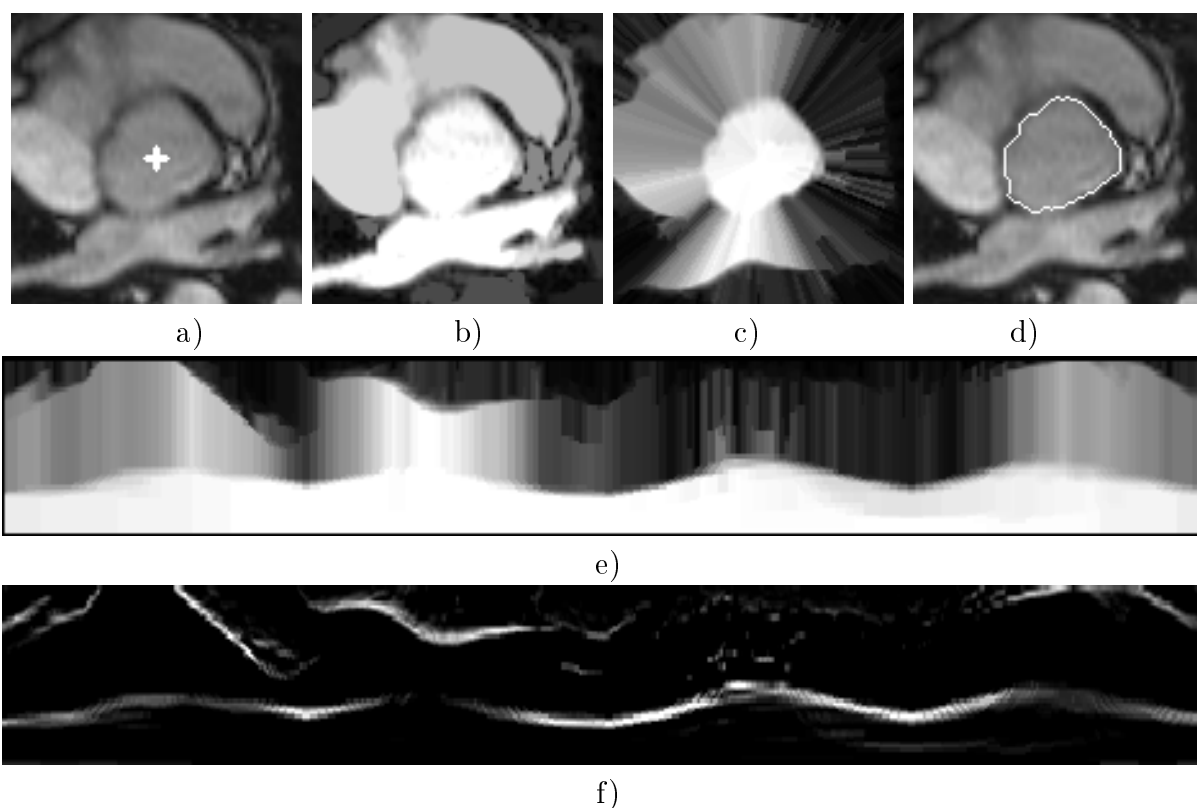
Reconstruction géodésique polaire et transformée en aurore. a) Image IRM initiale centrée sur les sinus de Valsalva. b) Reconstruction géodésique classique à partir du pixel central. c) Reconstruction géodésique polaire. d) Contour continu détecté par la méthode AEE. e) Transformée en aurore. f) Composante vertical du gradient de e).
